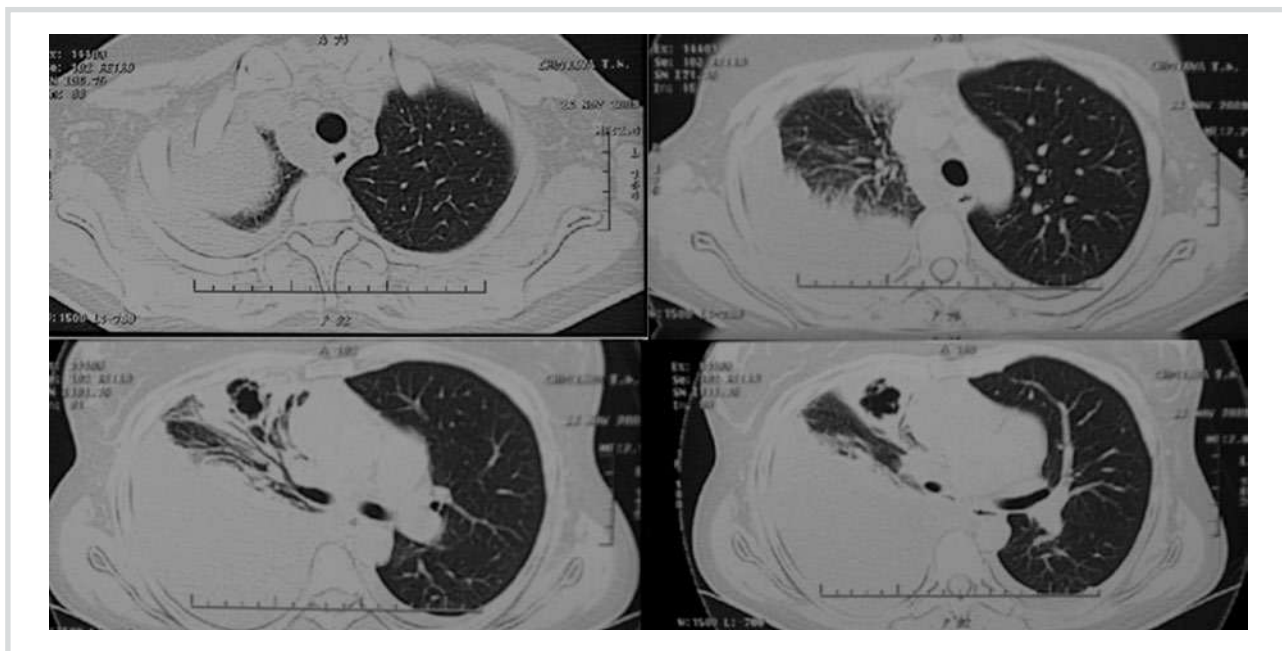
Компьютерные томограммы органов грудной клетки пациента во II стадии туберкулезной эмпиемы.
